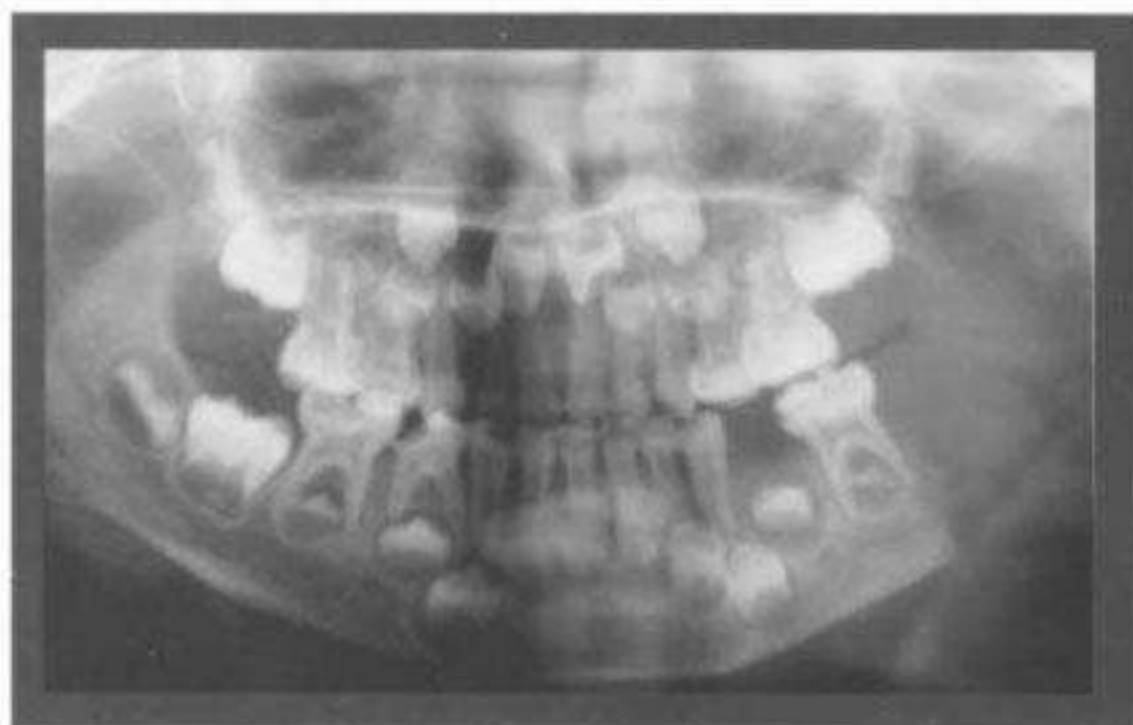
Radiografía panorámica, 5 días después de la intervención quirúrgica.
